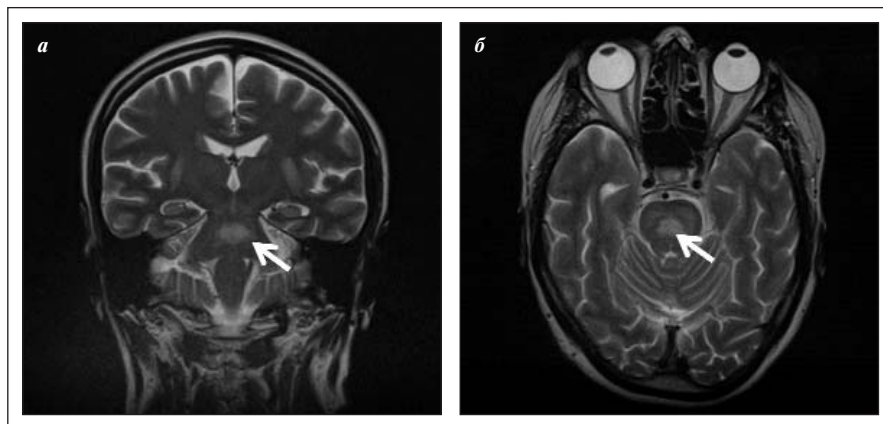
Магнитно-резонансные томограммы головного мозга пациентки В., T2-взвешенные изображения (а — фронтальный срез; б — аксиальный срез) от 12.02.2021. Изменения на уровне моста (указаны стрелками)
